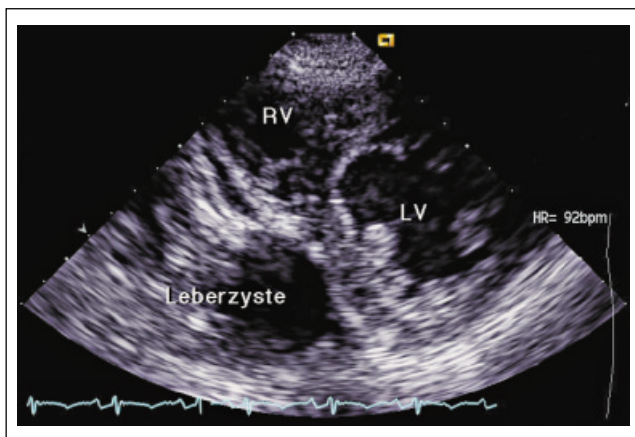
Parasternale kurze Achse: zystische, gut abgrenzbare Struktur hinter dem linken (LV) und rechten Ventrikel (RV).
